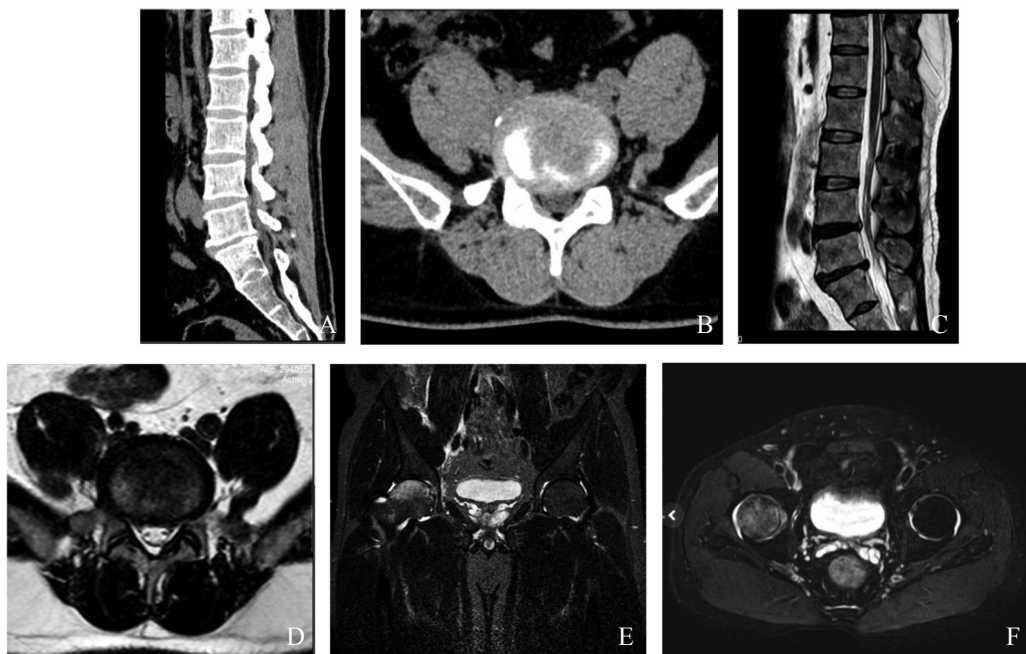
A ~ B. 腰椎 CT 矢状位与轴位;C ~ D. 腰椎 MRI 矢状位与轴位
